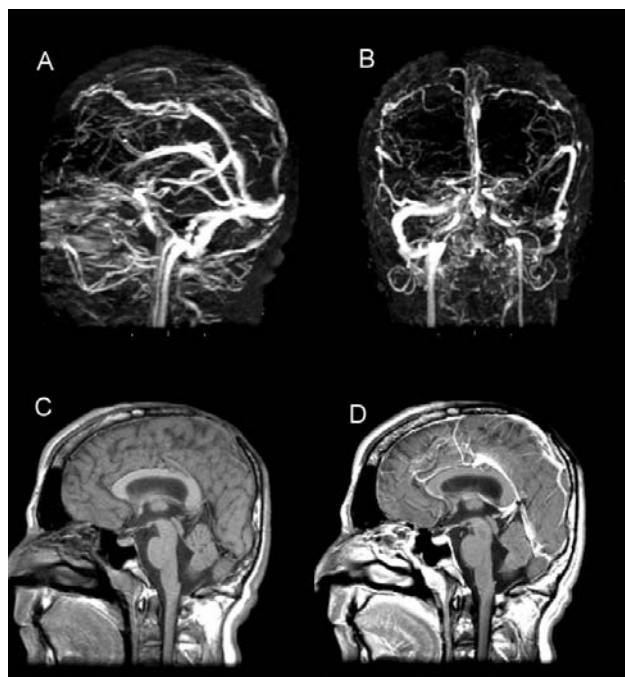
RM del paciente a los 18 años de edad; (A y B) secuencia de la angiografía venosa que muestra un segmento obstruido de 3 cm del seno sagital superior en la región fronto-parietal. La prominencia de las venas de Trolard y Labbe así como la del seno sagital inferior es evidente; (C y D) muestra la ausencia del mismo segmento y la atrofia del cráneo, sin daño estructural al encefalo.
